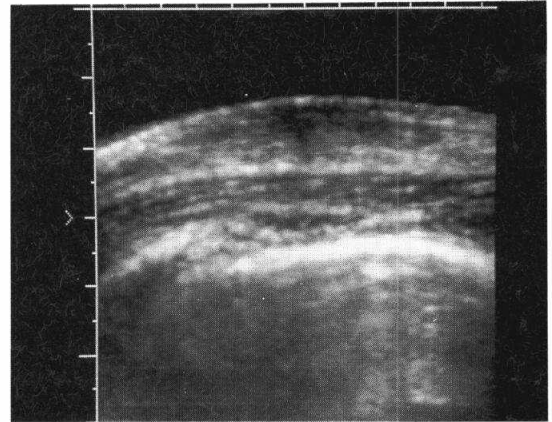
Breast sonogram shows relatively ill defined bordered intermediate internal echogenic mass in right breast.
